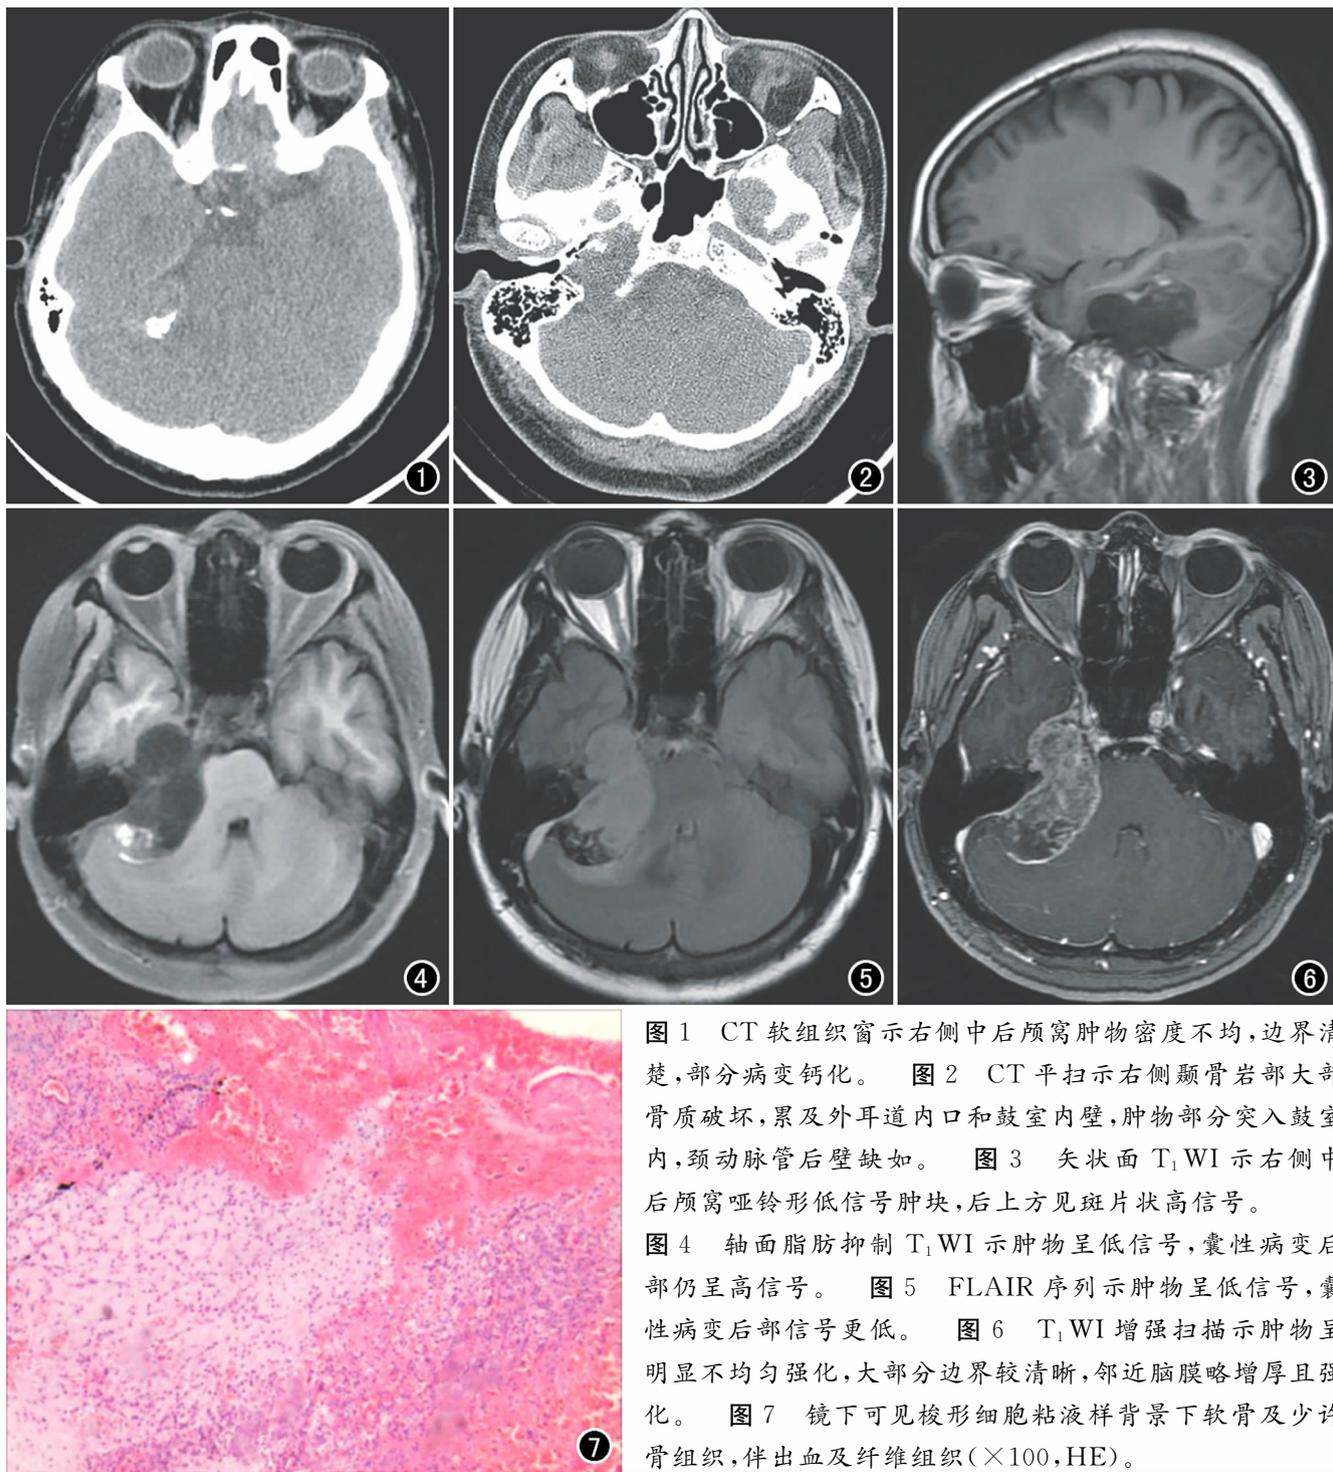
CT软组织窗示右侧中后颅窝肿物密度不均,边界清楚,部分病变钙化。图2 CT平扫示右侧颞骨岩部大部骨质破坏,累及外耳道内口和鼓室内壁,肿物部分突入鼓室内,颈动脉管后壁缺如。图3 矢状面 T_1 WI示右侧中后颅窝哑铃形低信号肿块,后上方见斑片状高信号。图4 轴面脂肪抑制 T_1 WI示肿物呈低信号,囊性病变后部仍呈高信号。图5 FLAIR序列示肿物呈低信号,囊性病变后部信号更低。图6 T_1 WI增强扫描示肿物呈明显不均匀强化,大部分边界较清晰,邻近脑膜略增厚且强化。图7 镜下可见梭形细胞粘液样背景下软骨及少许骨组织,伴出血及纤维组织($\times 100$, HE)。
